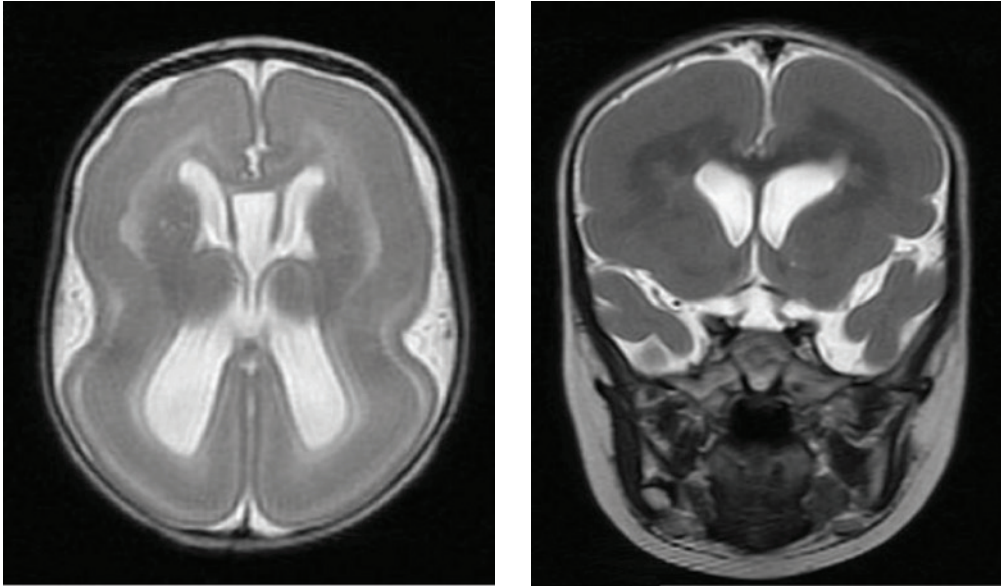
Лиссэнцефалия. На МР-томограммах определяется «сглаженность» сулькации конвексимальной поверхности коры и серо-белой демаркации.
